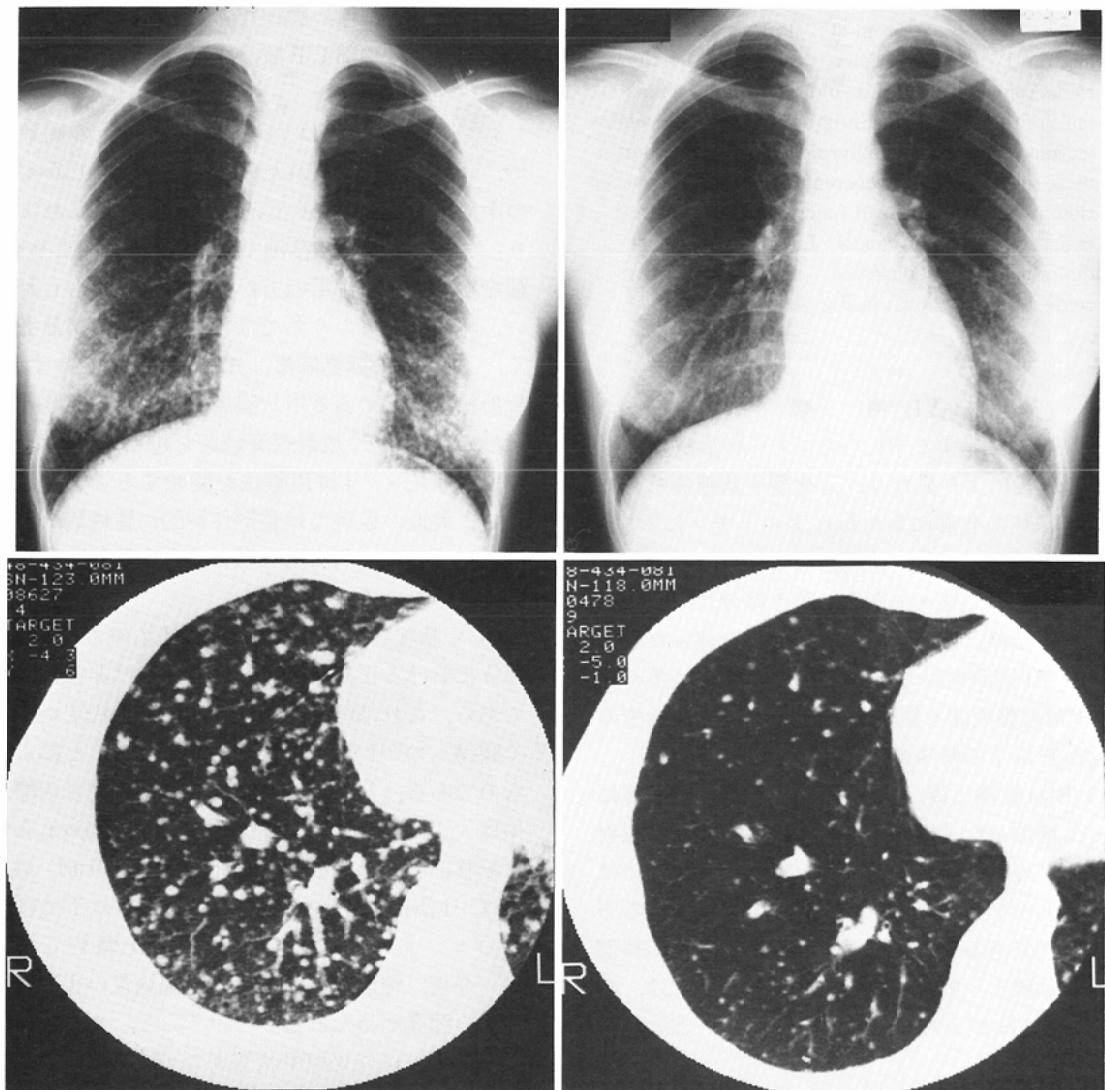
Plain radiography and plain CT in a 14-year-old girl before (left) and after (right) <sup>131</sup>I therapy. She had lung metastasis of thyroid cancer with fine nodular type, showing a good response to <sup>131</sup>I therapy.
